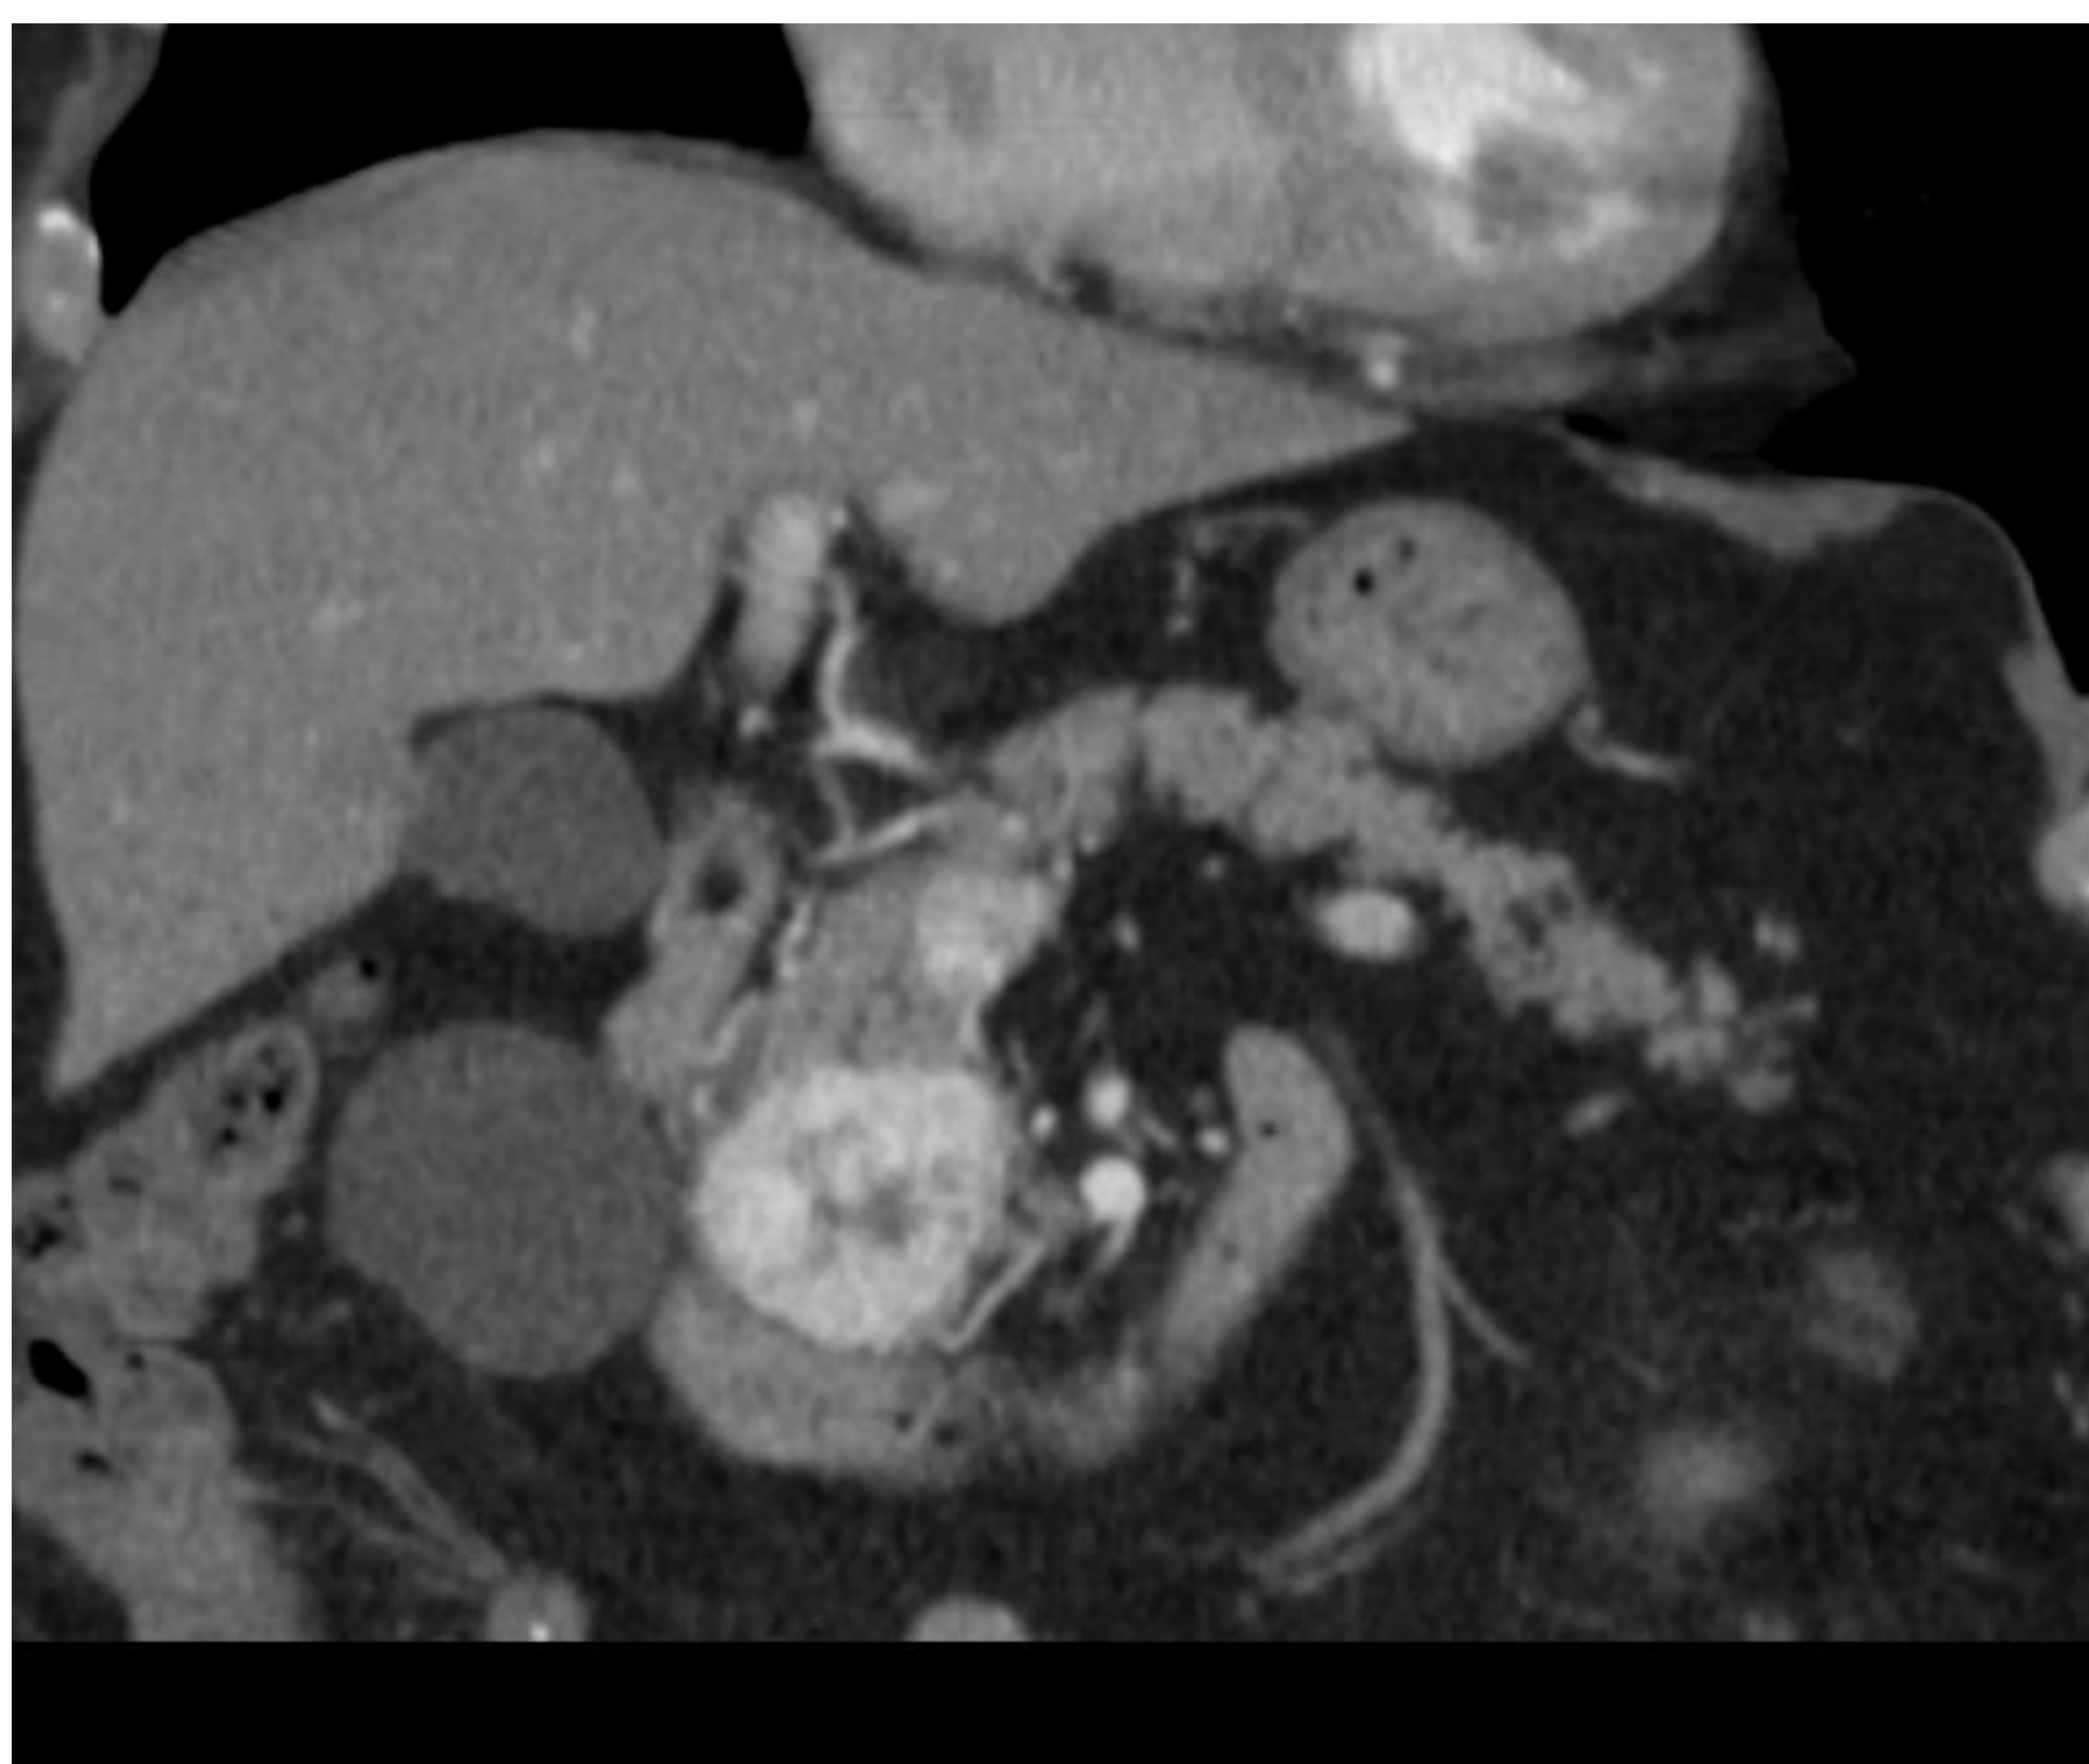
TC bifásico axial y coronal: lesión de 4 cm en cabeza de páncreas de predominio hipervascular con áreas hipocaptantes. Medicina Nuclear con 99 m Tc-Tektrotyd: captación. Biopsia: TNE G2
